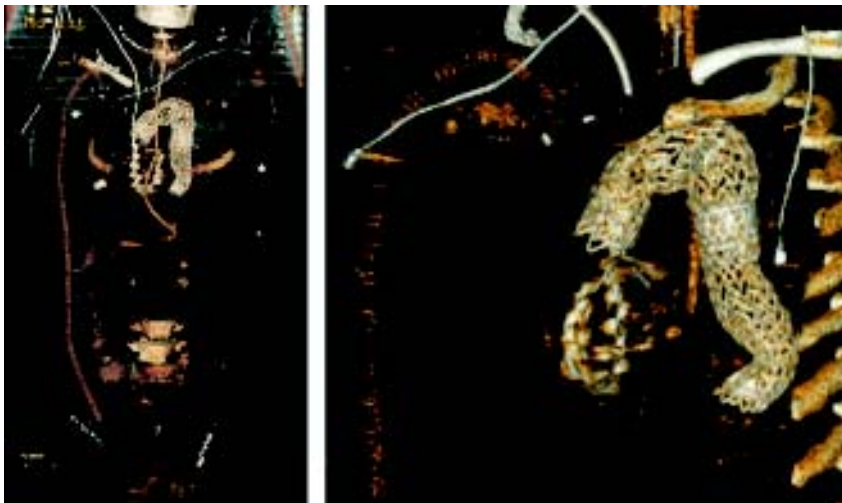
TAC. Postoperatorio cirugía del reemplazo total del arco aórtico con injerto fémoro-subclavio derecho. Puente intercarotídeo y endoprótesis en el arco aórtico.
